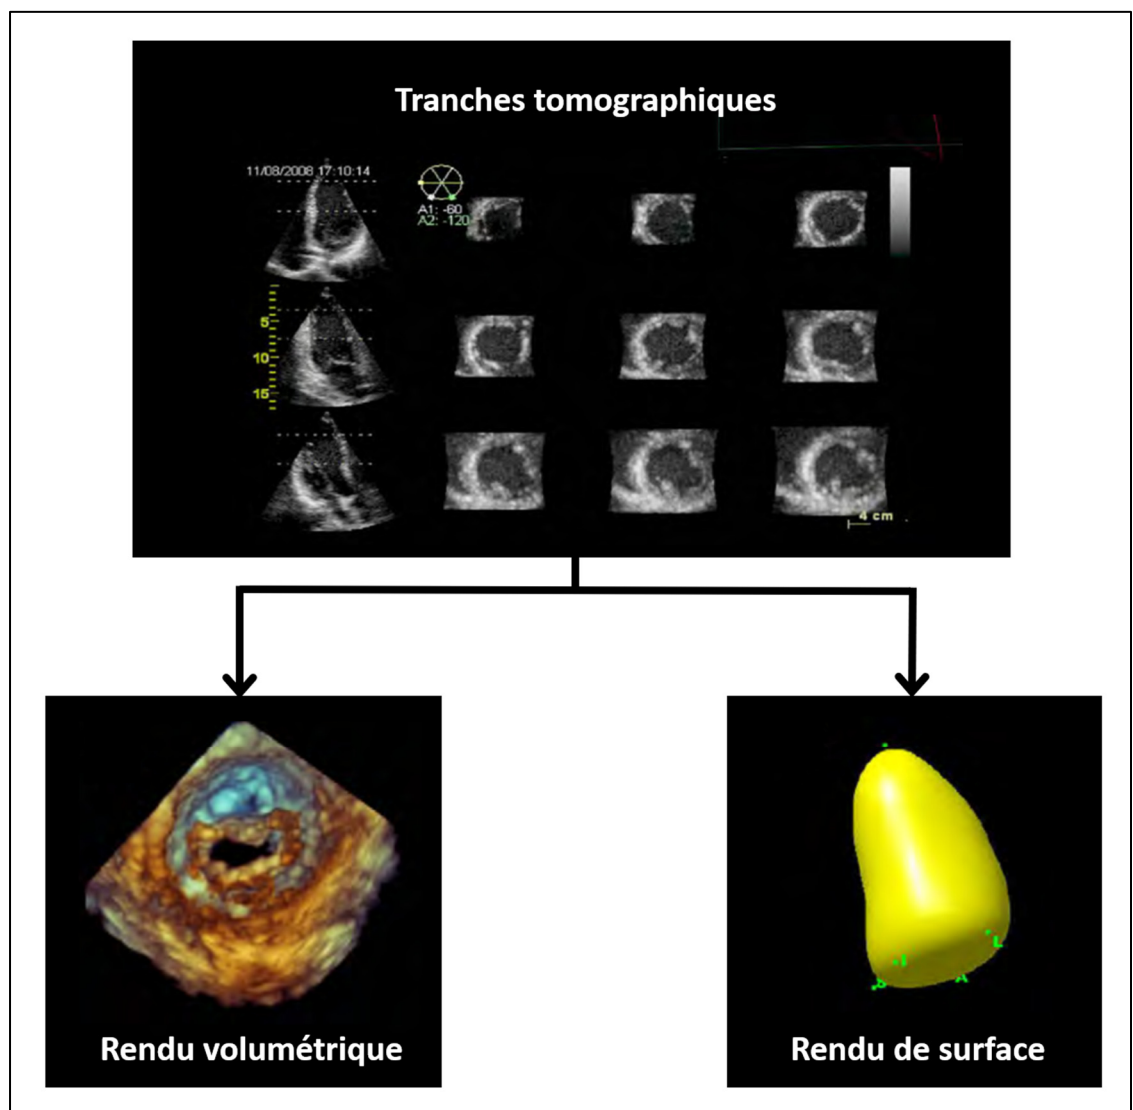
Comparaison du rendu volumétrique et du rendu de surface à partir d'une échographie 3D présentée sous forme de tranches tomographiques
